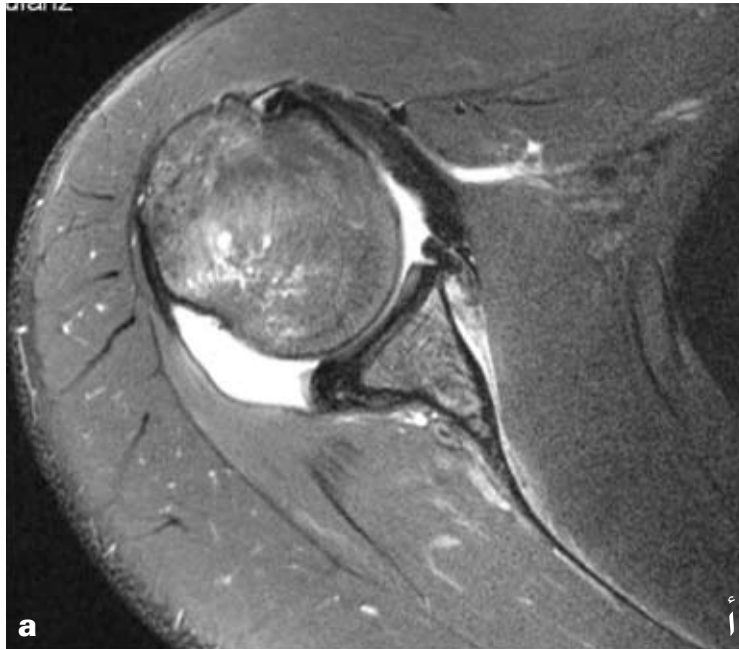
MRI axial and coronal sections of an unstable shoulder show Bankart lesion in the right picture and capsular redundancy in the left one.
